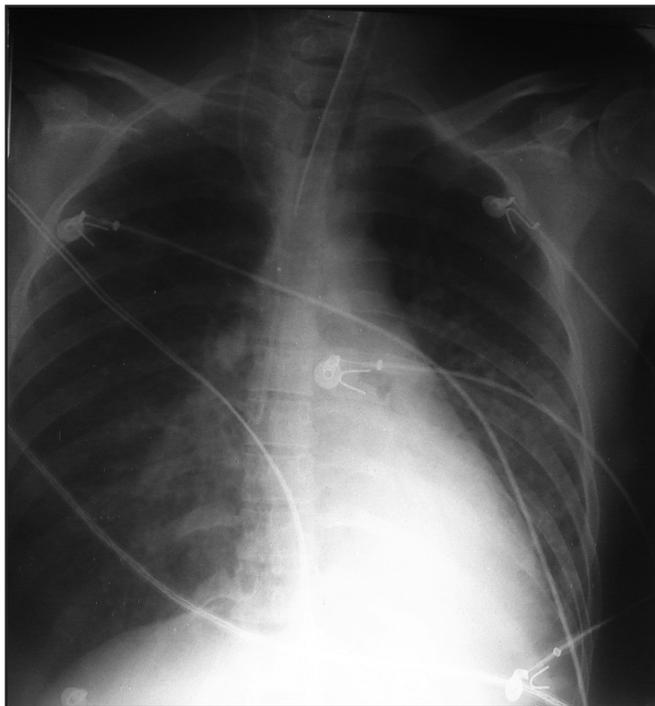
Radiografia de Tórax Pré-Extubação
